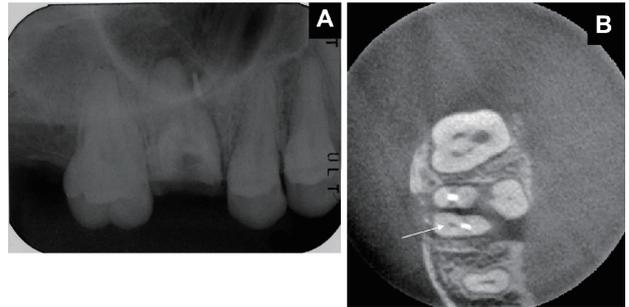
上顎左側6領域の歯科用エックス線写真(A)と歯科用CBCTのaxial画像(B)。歯科用エックス写真上(A)では、上顎第一大臼歯の根管数は判断できない。しかし、歯科用CBCT画像(B)では2根管であることが確認できる(矢印)。
